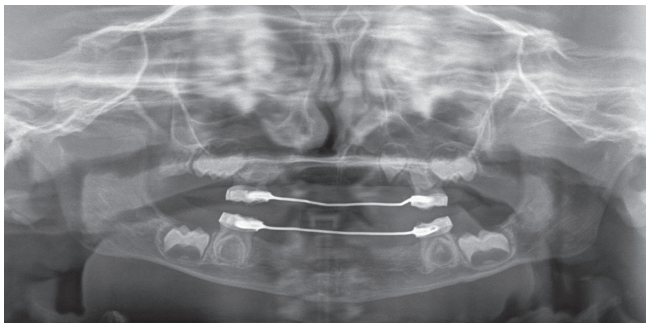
Orthopantomography in order to assess the long-term treatment possibilities.
